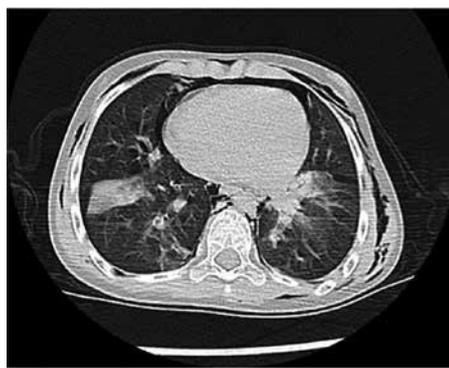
TC Torace, sezione trasversale.
